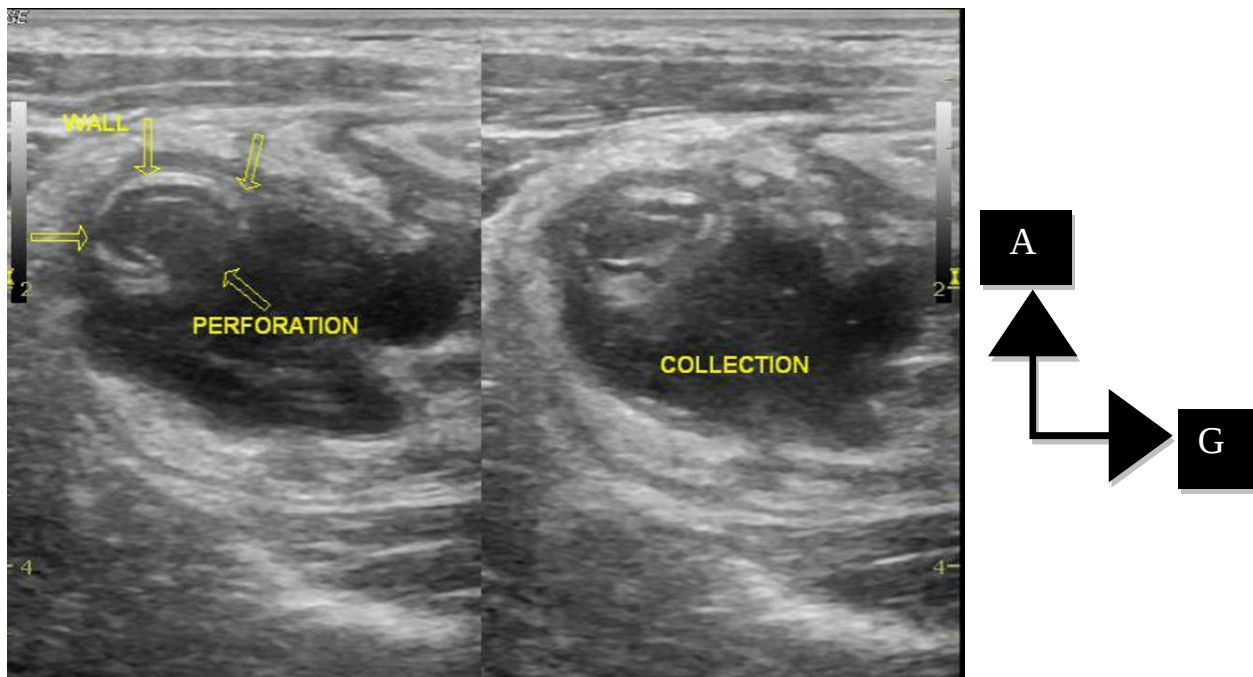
Aspect échographique d'une péritonite par perforation appendiculaire. [53]
